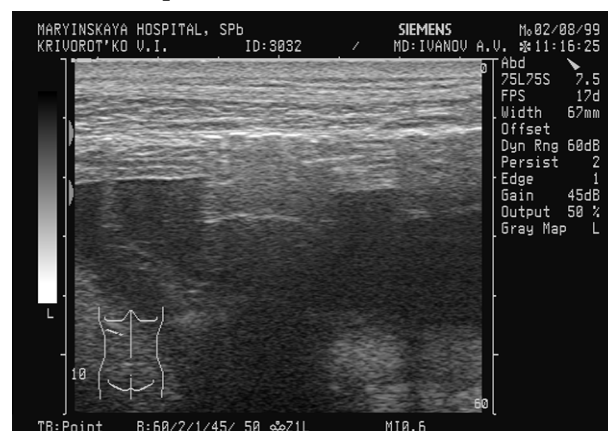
УЗИ, признаки перелома ребер
